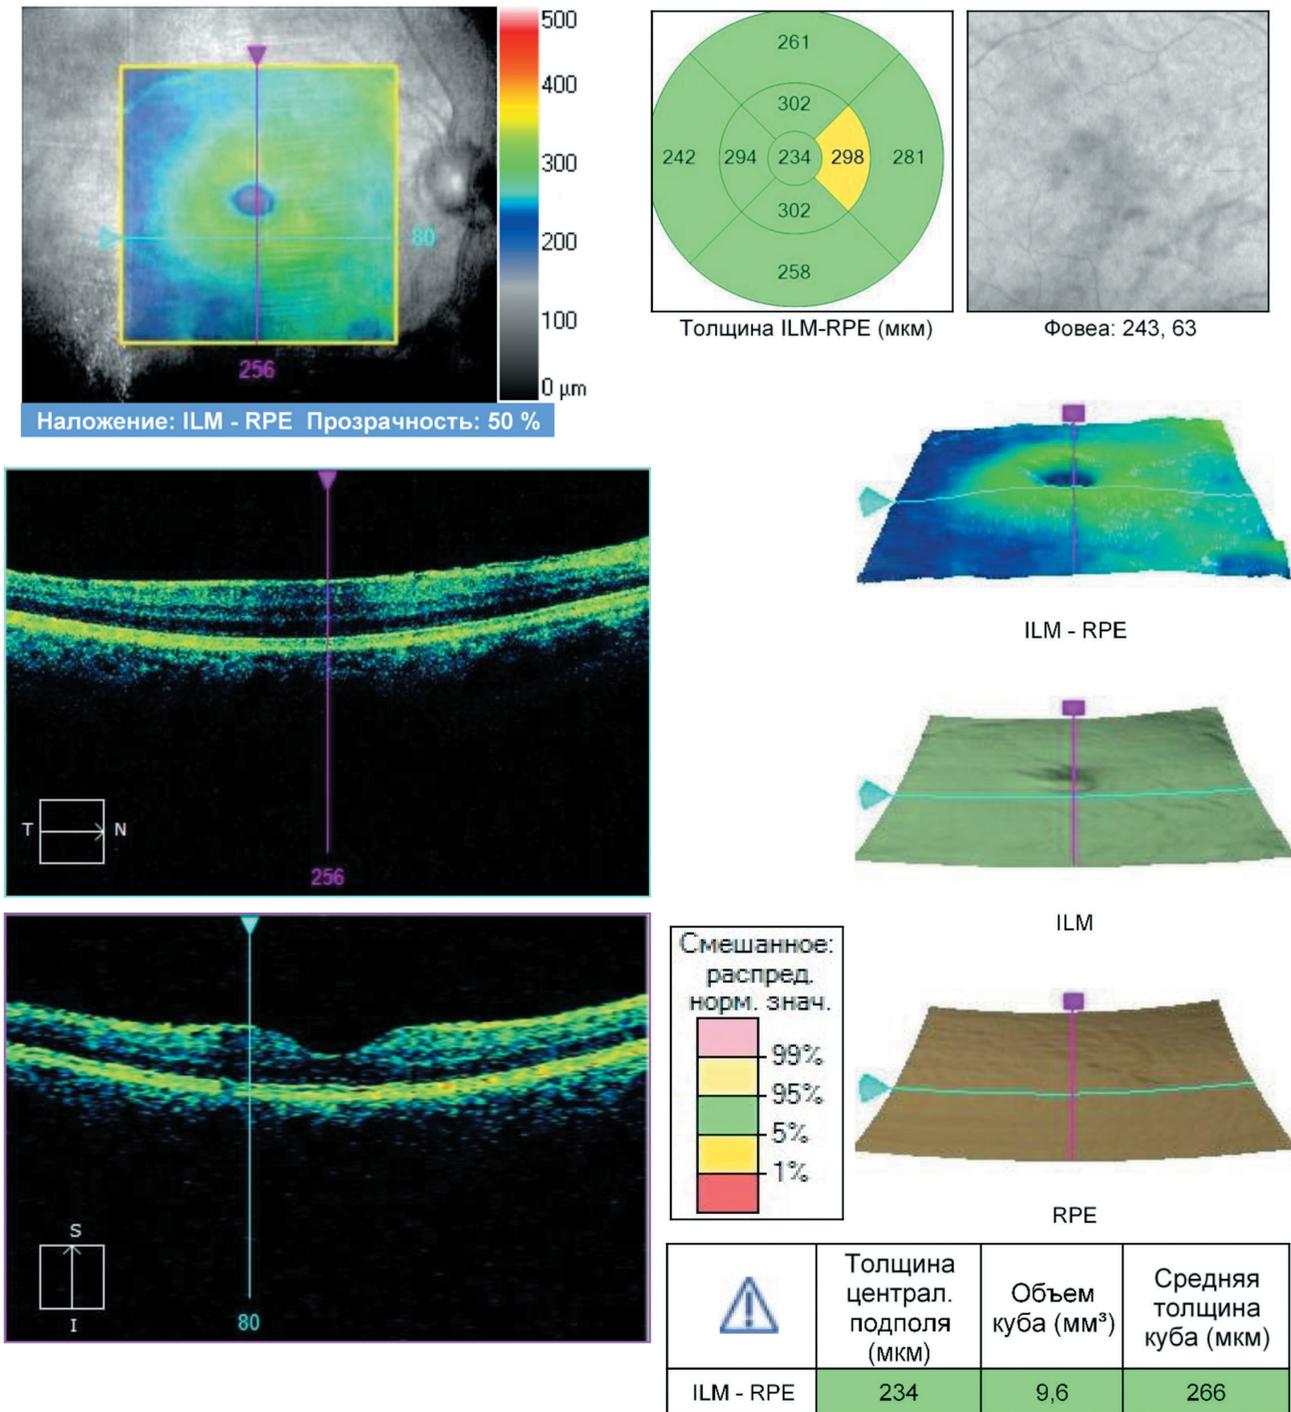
Данные оптической когерентной томографии заднего полюса пациентки. В ниже-носовом квадранте прослеживается эпиретинальная мембрана
